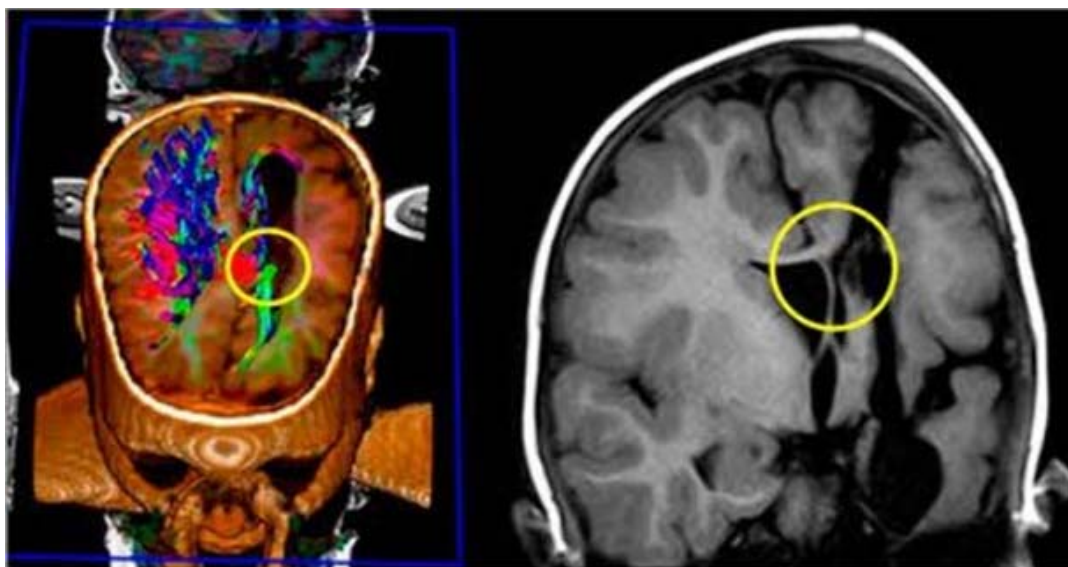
Контрольная МРТ (DTI) выявила непересеченный участок ствола мозолистого тела (выделен желтым кругом)
